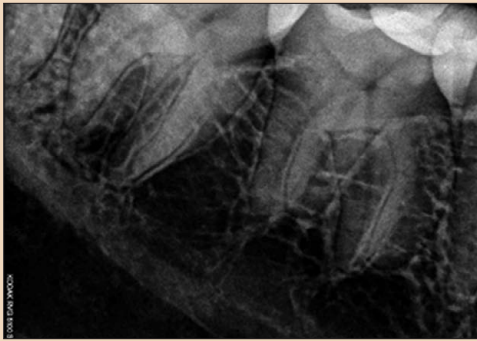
İkinci olgunun dolum radyografisi.
